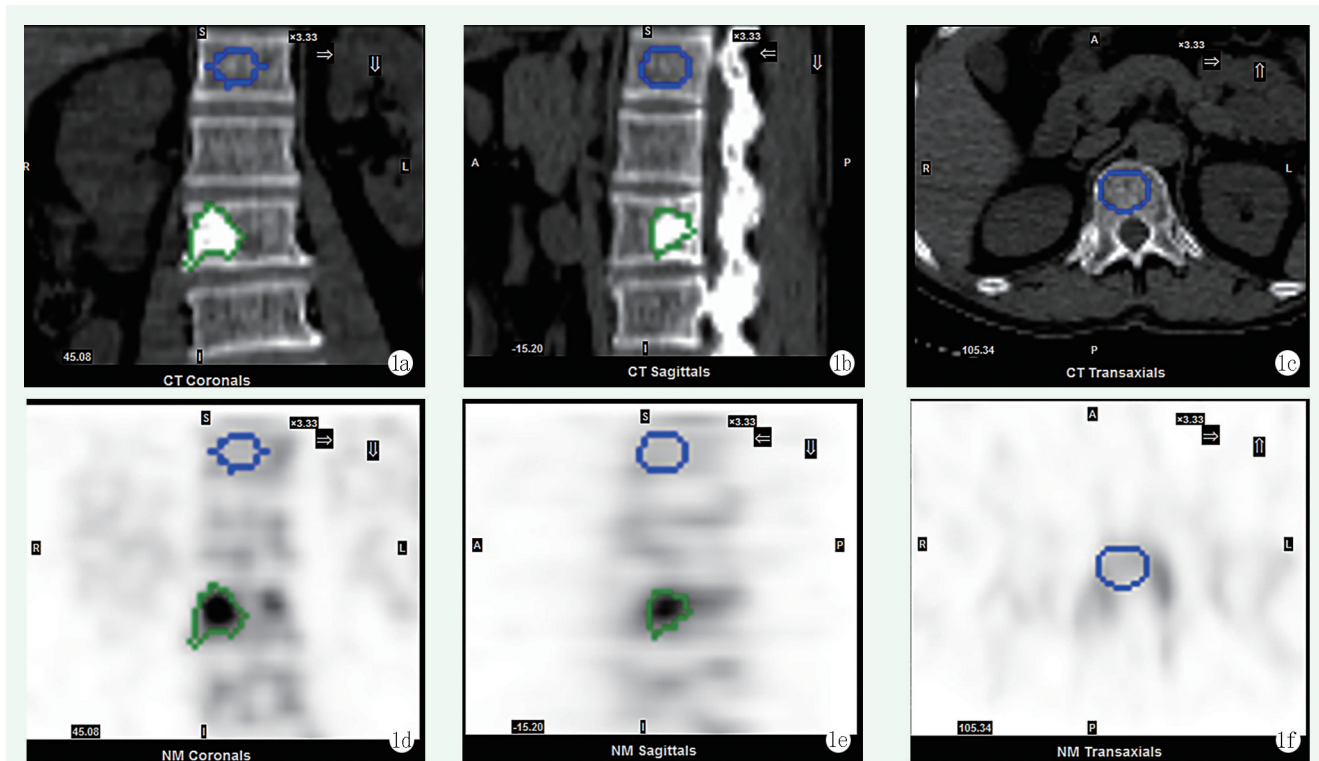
患者, 男, 65 岁, 右肺癌 4 年余, 腰痛来诊。^{99m}Tc-MDP 骨显像发现 L₂ 椎体异常浓聚灶后行 SPECT/CT 扫描, 可见 L₂ 椎体右侧份病变, CT 混杂高密度, 核素高摄取。利用工作站 Q Metrix 软件, 在冠状面、矢状面和横断面对病灶精确定位, 并选取 T₁₂ 椎体正常区作为对照, 分别在 CT 图 (图 1a~1c) 及 SPECT 图 (图 1d~1f) 勾画出病灶 (L₂ 椎体绿线所示) 及正常区域 (T₁₂ 椎体蓝线所示) 1a: CT 冠状面 1b: CT 矢状面 1c: CT 横断面 1d: SPECT 冠状面 1e: SPECT 矢状面 1f: SPECT 横断面, 经过软件自动处理, 计算得出 L₂ 病灶 SUV_{max}、SUV_{mean} 分别为 23.9、12.2, T₁₂ 椎体正常区域 SUV_{max}、SUV_{mean} 分别为 5.7、4.2
